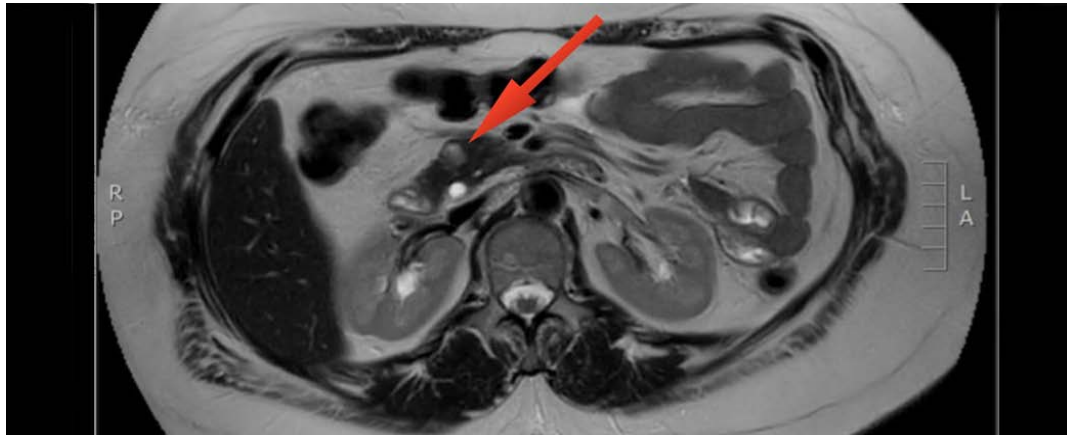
image d'une IRM du pancréas illustrant une masse défénie(max 12*9 mm) dans la tête du pancréas dont la morphologie est compatible avec une néoplasie neuroendocrine , par exemple n insulinome aucun signe de métastases des ganglions lymphatiques ou des (service de radiologie de Spital Immatel[12]
